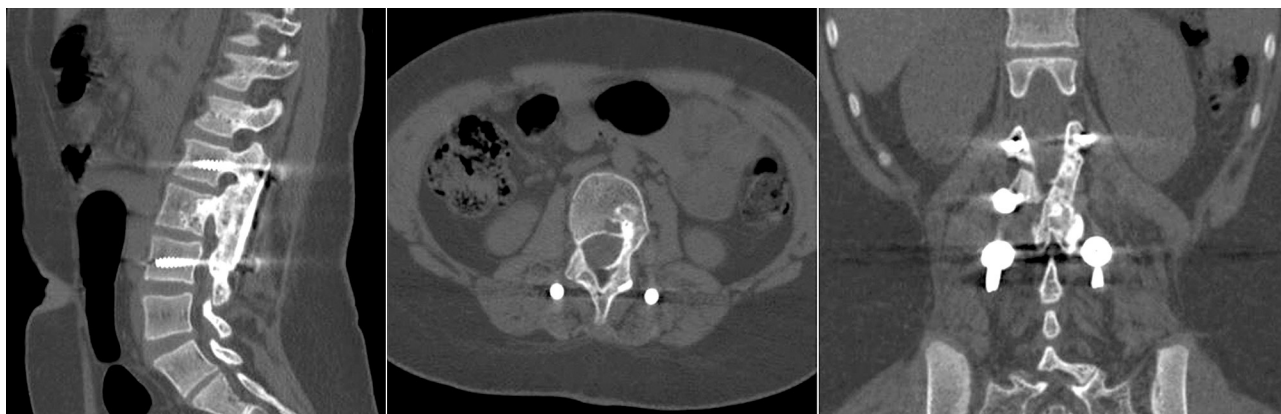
КТ области операции через 18 месяцев после вмешательства
